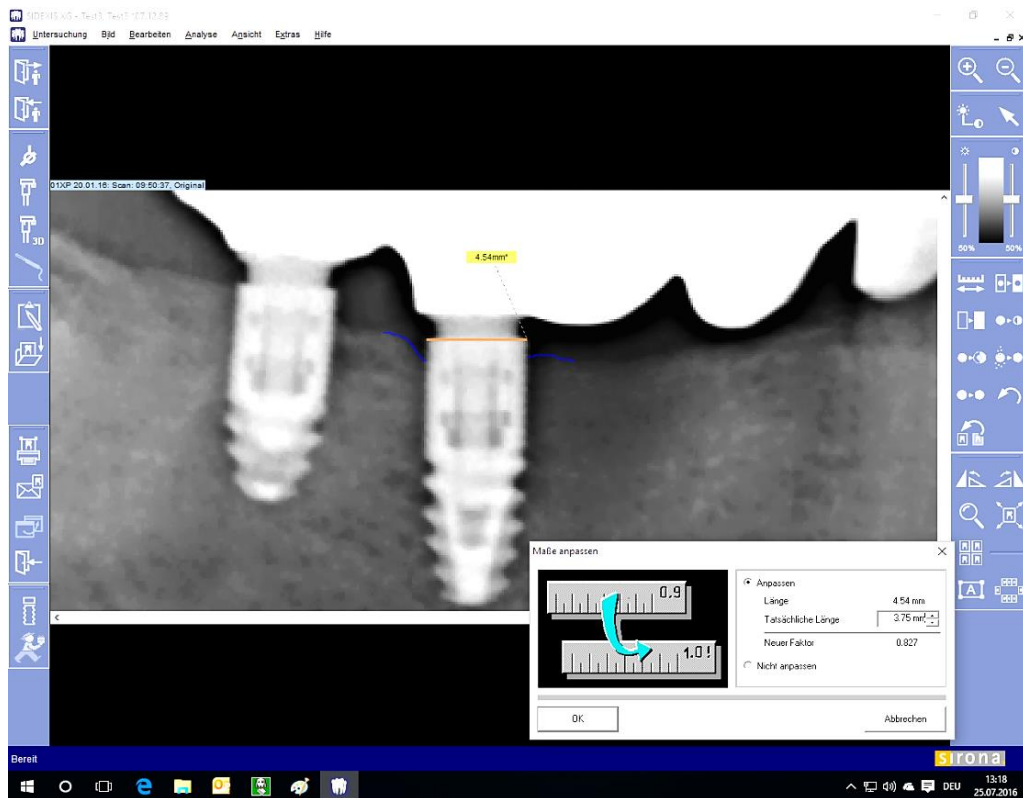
Darstellung der eingezeichneten Referenzlinie (orange) entsprechend der Implantatbreite und des Knochenniveaus (blau). Mit Hilfe der Kalibrierungsfunktion kann die gemessene Implantatbreite auf die tatsächliche Breite umgerechnet werden. (Screenshot mit eigener Darstellung aus Röntgensoftware SIDEXIS XG)
